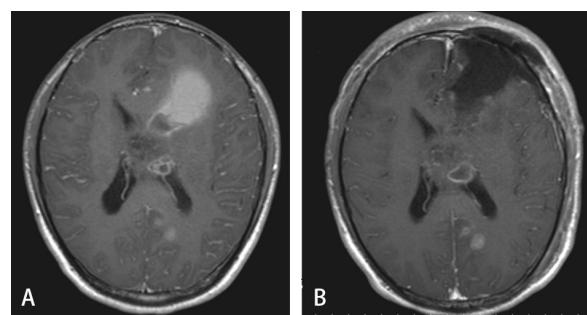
幕上多发原始神经外胚层肿瘤手术前后头部MRI
